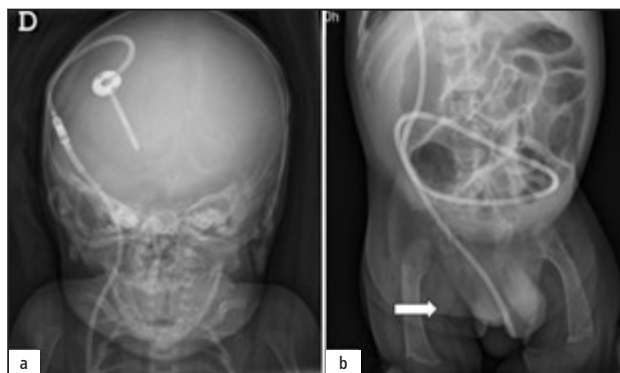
Radiografia del trajecte de la vàlvula de derivació ventriculoperitoneal: a) Trajecte cranial i cervical. b) Trajecte abdominal. La fletxa mostra la migració del catèter a la zona escrotal.
